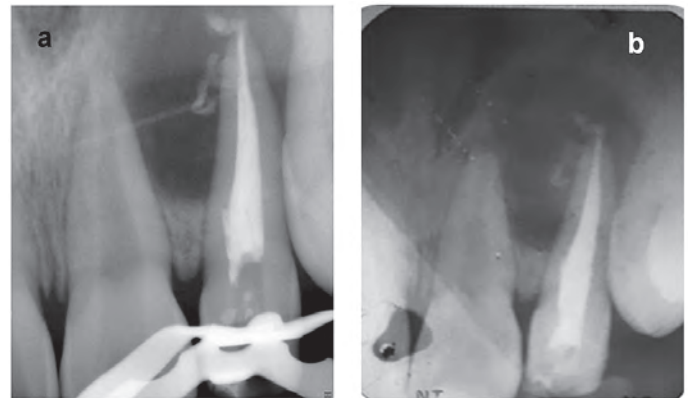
a) Prueba de obturación, b). Radiografía de obturación fina
